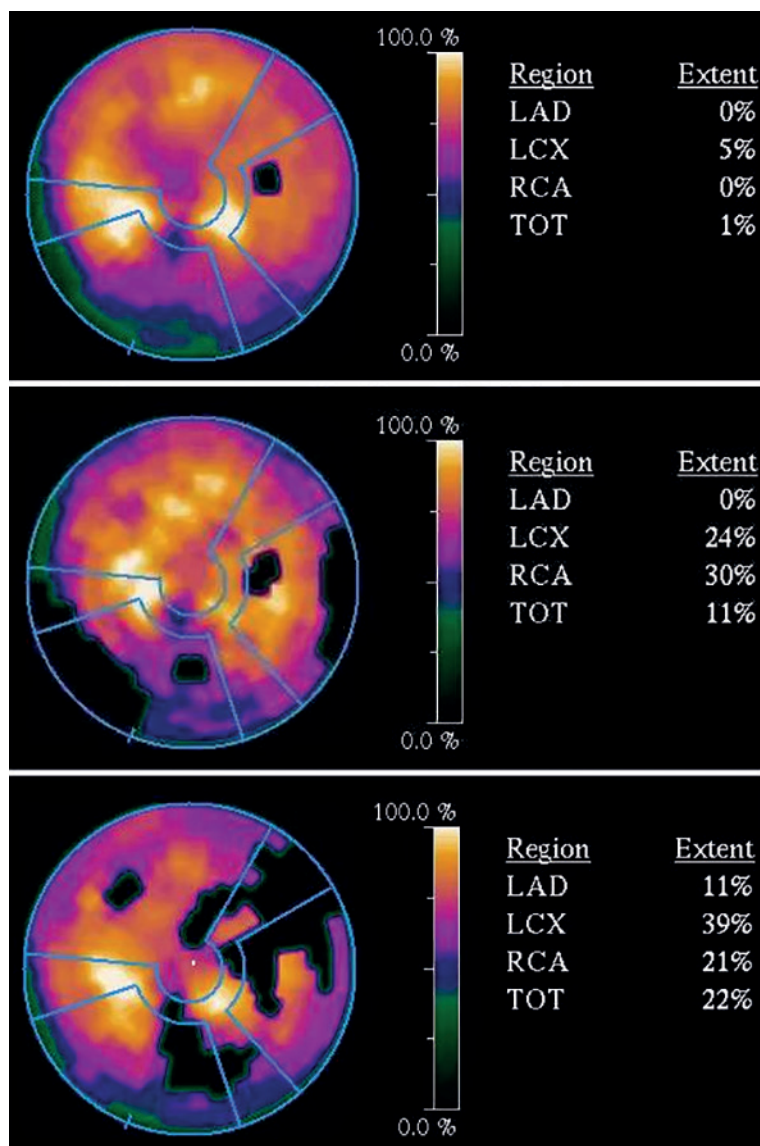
Неблагоприятная динамика перфузии миокарда левого желудочка П. при сравнении результатов ОФЭКТ с ^{99m}Tc -тетрофосмином (в покое) за 2005, 2006, 2008 гг. (сверху-вниз)
